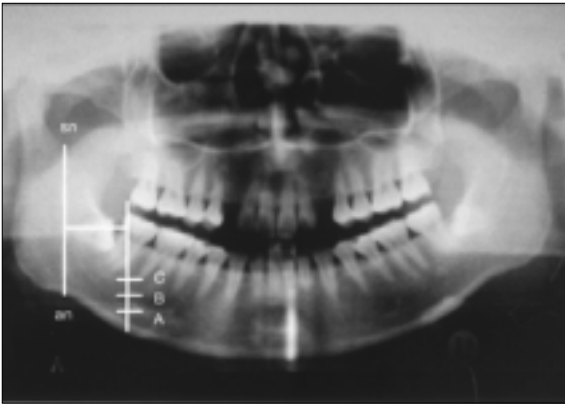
하치조관의 OPT에서의 수직적 관계와 CT에서의 협, 설측관계의 연관성을 위한 OPT에서의 계측점 : an ; antegonial notch, sn ; sigmoid notch an과 sn의 최저점을 연결하는 선에 평행하고 하악 제2대구치의 bifurcation을 지나는 선을 그어 하악의 하연으로부터 수직거리에 따라 A : 6~10mm, B : 11~15mm, C : 16~20mm로 구분
